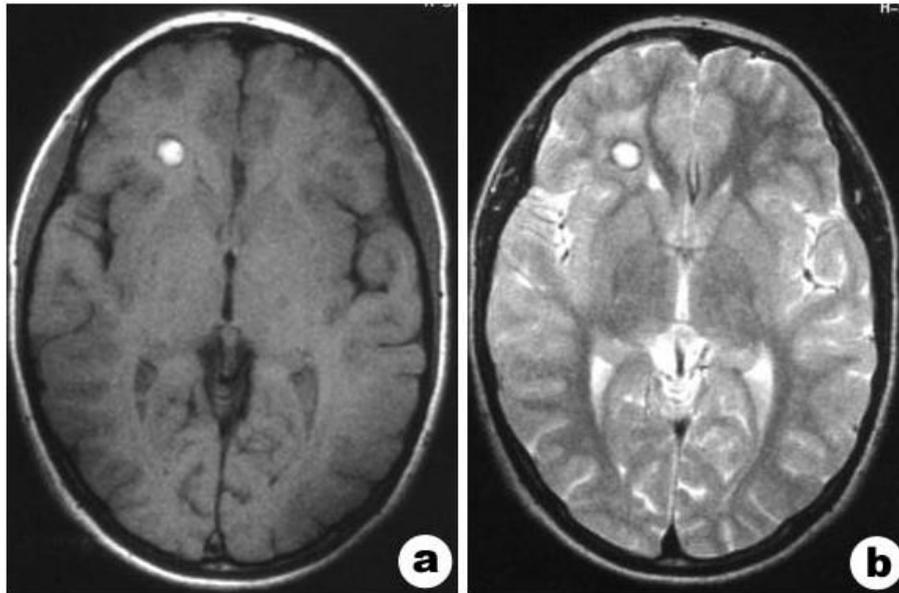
Coupes IRM axiales en pondération T1 (a) et T2 (b) montrant un cavernome frontal droit. Disponible sur <http://www.rmnsoci.info/document.php?id=467>
